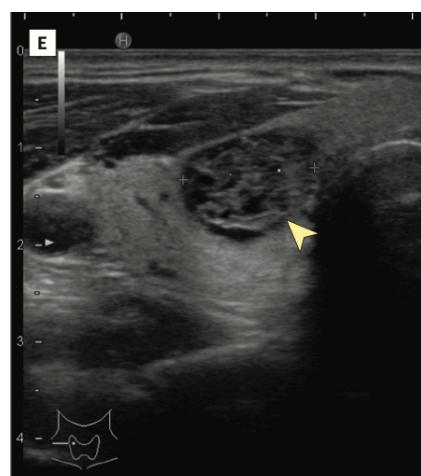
15 Gambaran USG Nodul Hipoekoik dengan Batas tidak Teratur (suspek maligna) (Durante et al., 2018)
